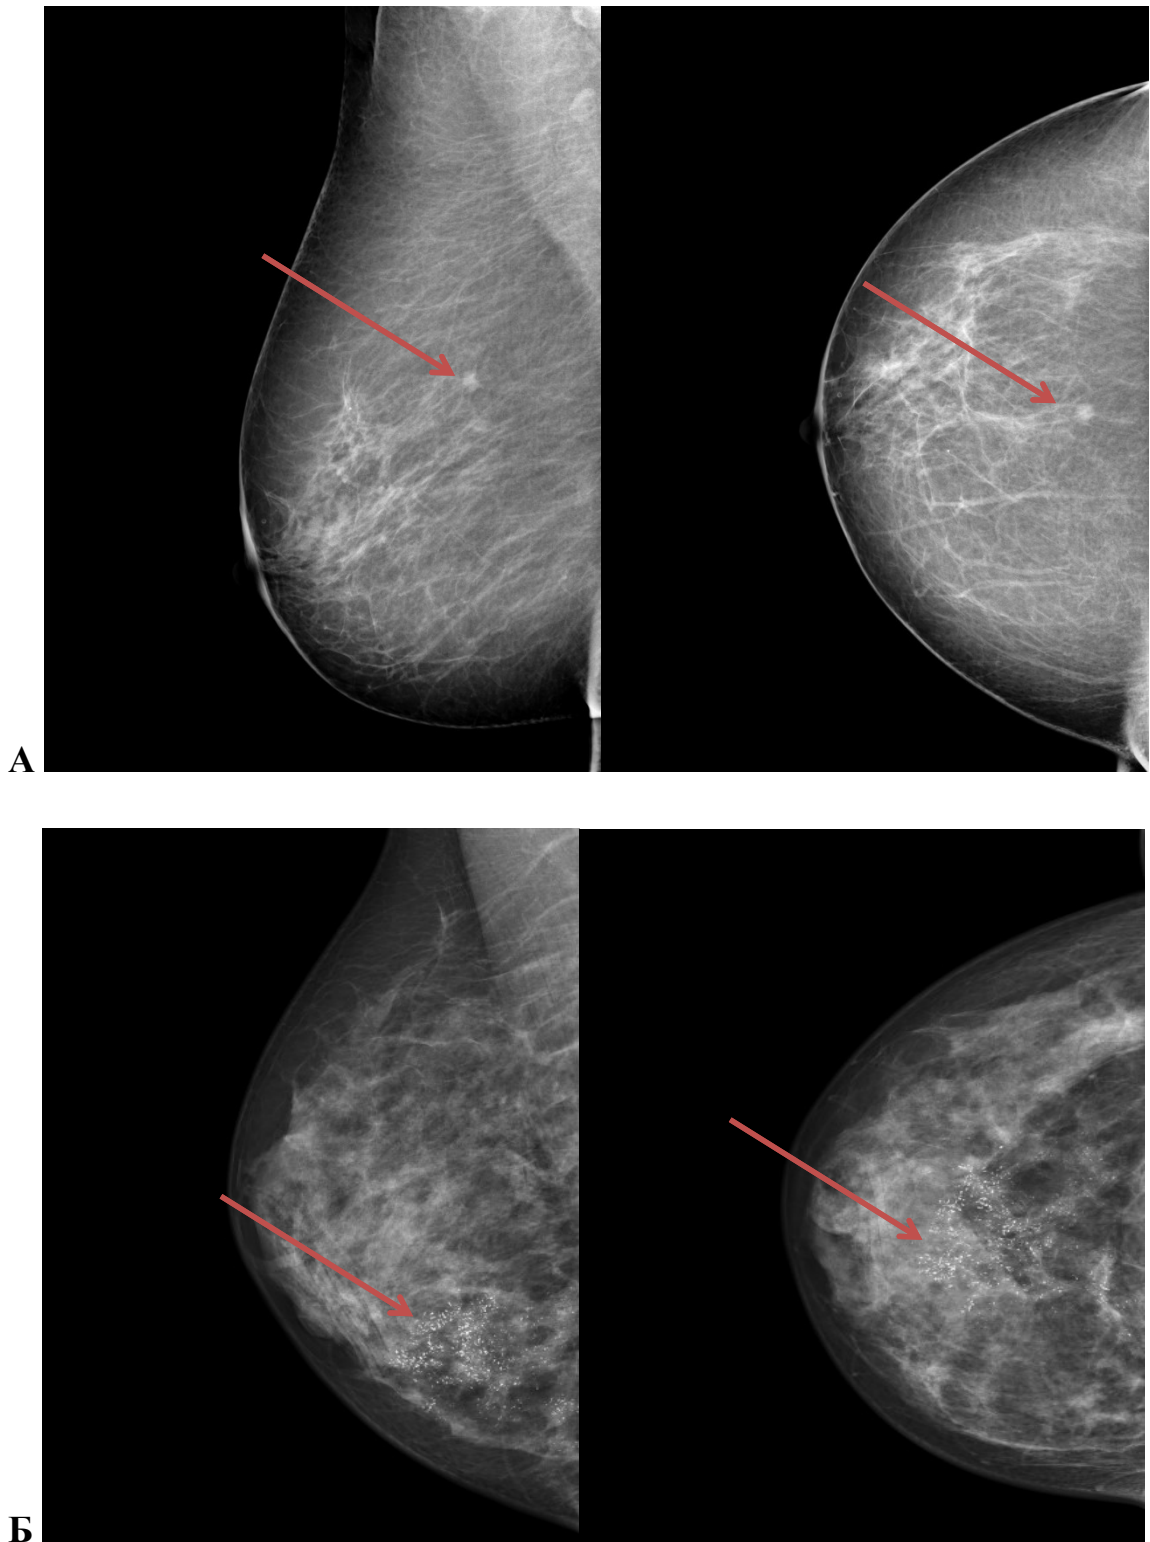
Наиболее характерные рентгенологические признаки раннего РМЖ: А — наличие узлового образования в молочной железе (косая и прямая проекция); Б — наличие злокачественных микрокальцинатов (косая и прямая проекция); стрелками указаны узловое образование и микрокальцинаты
